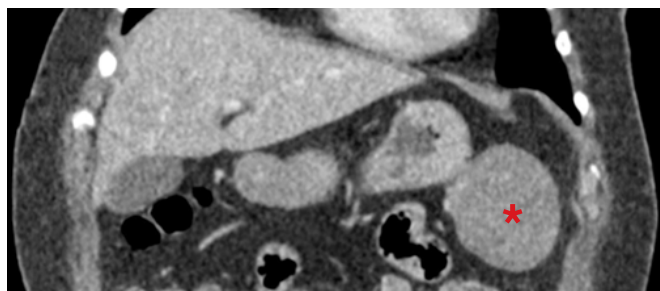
Tomografia computadorizada (TC) no plano coronal a evidenciar a lesão intimamente aderente ao corpo gástrico.
